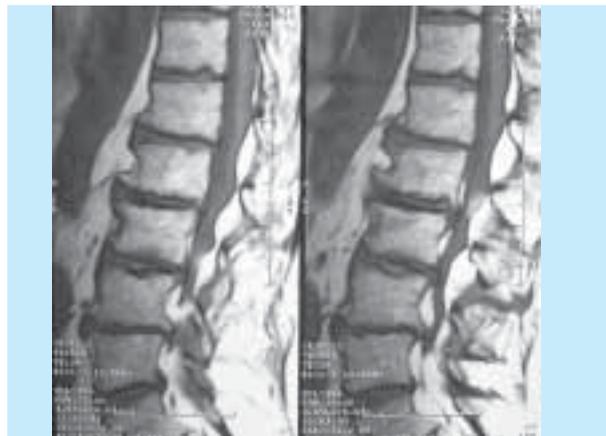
RM ponderada em T1 (plano sagital) – observa-se aumento da gordura epidural na região lombo-sagrada, de predomínio no espaço epidural posterior
